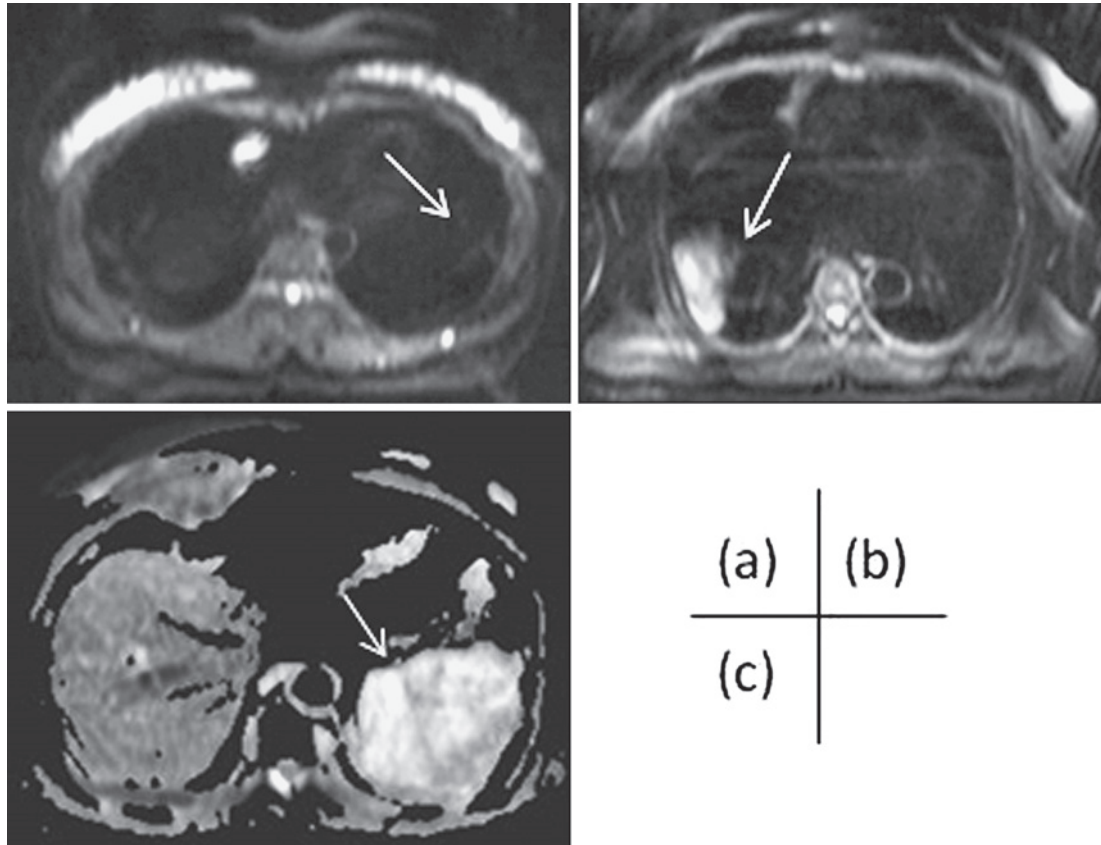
(a) Diffusion-weighted magnetic resonance image (DW-MRI) in case 1 showed no signal in the tumor (white arrow). (b) DW-MRI in case 2 showed a slightly hyperintense signal tumor (white arrow). (c) DW-MRI in case 3 showed a heterogeneously hyperintense signal tumor (white arrow).
